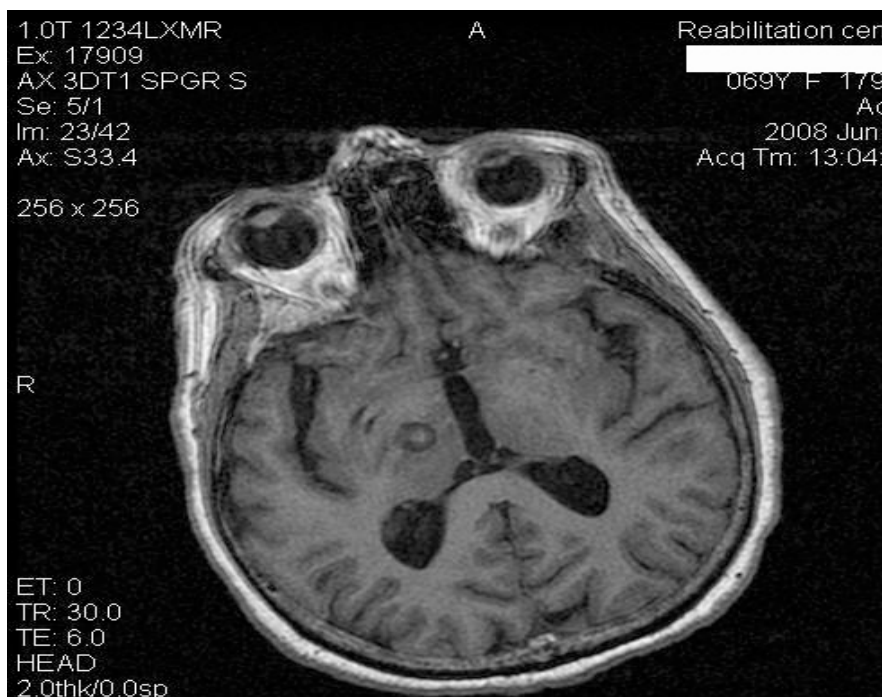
МРТ пациента после выполнения правосторонней таламотомии
